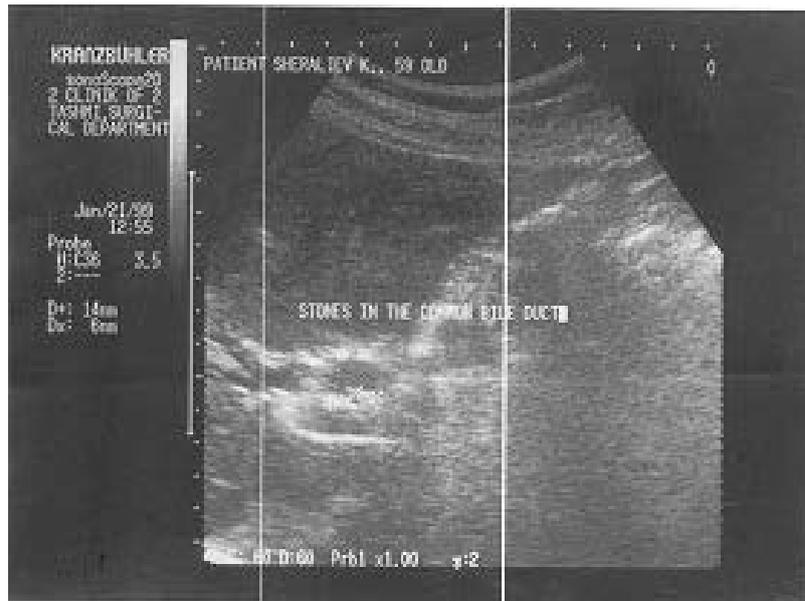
УЗИ желчных протоков, четко определяются камни общего желчного протока.
